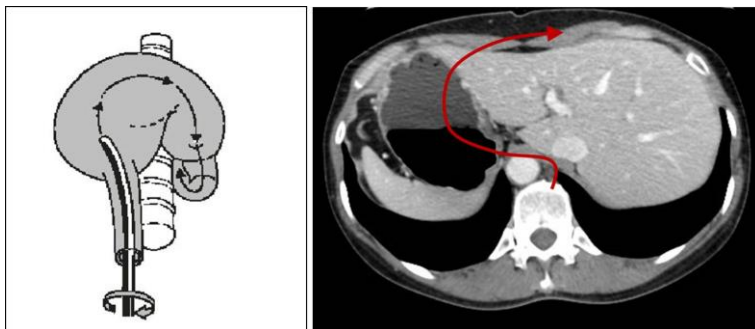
CT는 좌우를 flip한 영상입니다. 통상의 CT는 단면을 발에서 바라보는 모습으로 projection하기 때문에 좌측과 우측이 바뀝니다. 그러나 내시경은 목에서 위로 들어가는 방식이므로 좌측과 우측이 바뀌지 않습니다. 내시경 영상에서는 좌측이 좌측이고 우측이 우측입니다. 따라서 내시경의 경로를 CT에서 추정하기 위해서는 좌우 방향을 flip한 CT를 보면서 image training을 하는 것이 좋습니다.
